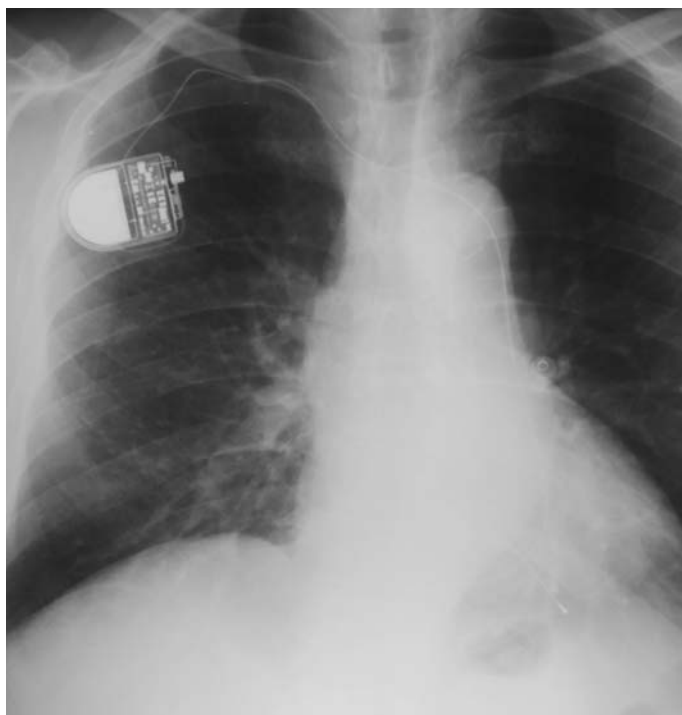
Radiografía posteroanterior tórax. Marcapasos endocárdico por vía subclavaria derecha, a través de VCSI persistente
